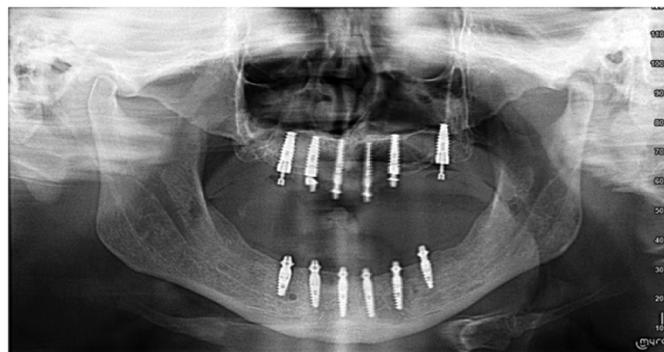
Рентгенологическое исследование пациента Ф. после операции
